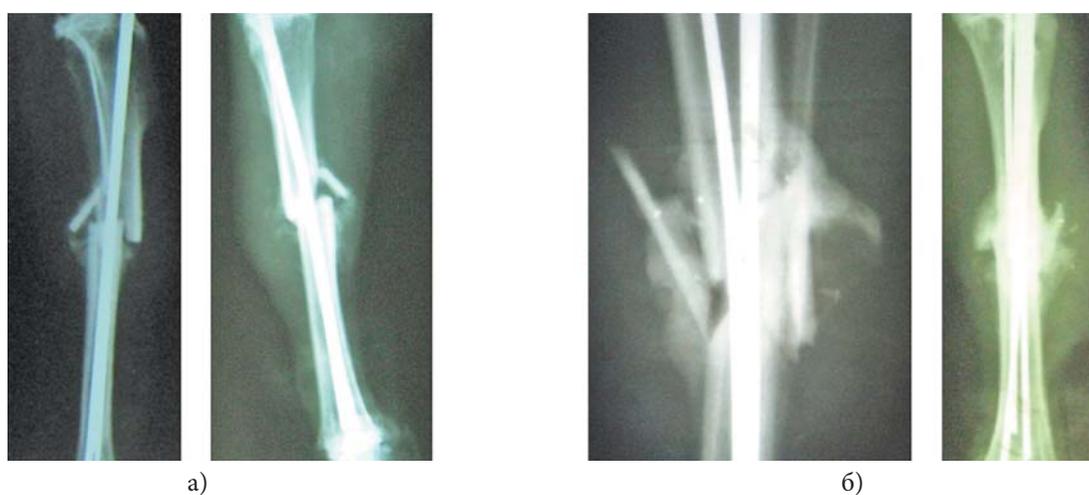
Рентгенограмма на 15-е сут.:
